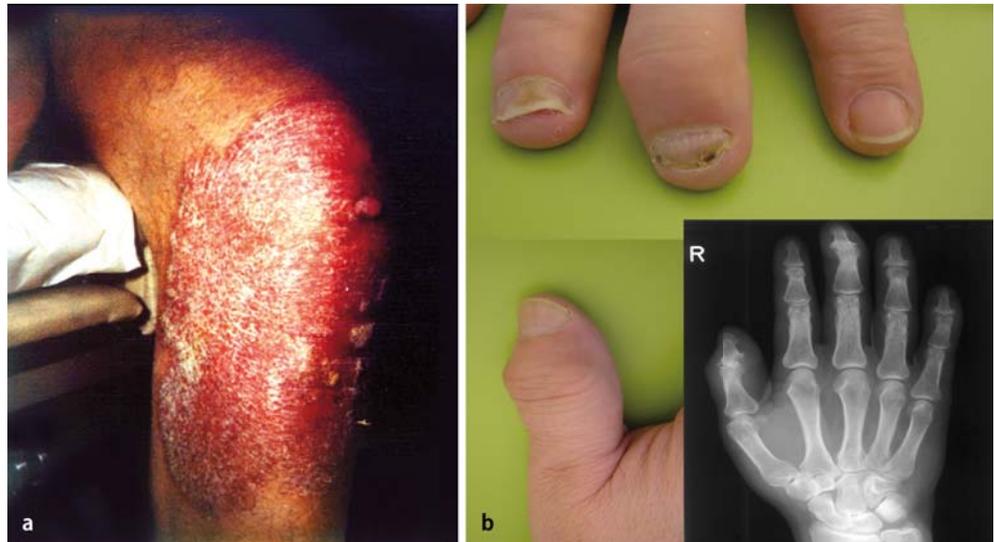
▲ Psoriasis (a) und typische Psoriasisarthritis (b) mit Befall des distalen Interphalangealgelenks und Daktylitis, mit typischen Röntgenveränderungen
